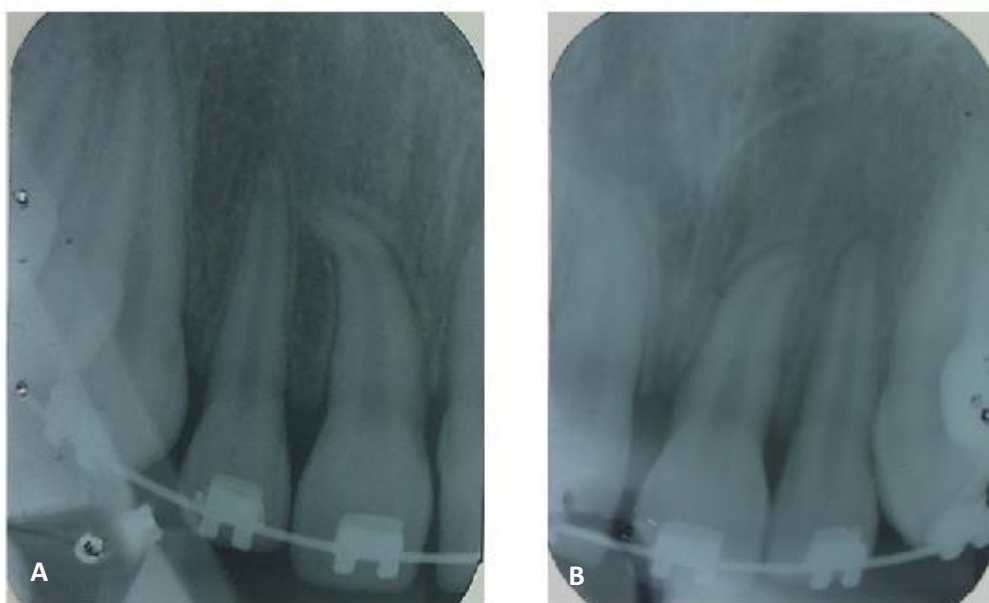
Fotos das radiografias periapicais colaterais.
